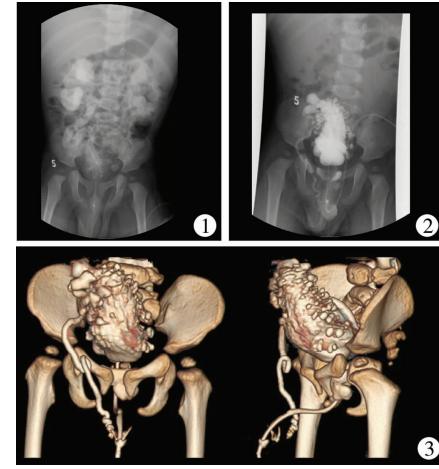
静脉尿路造影 图 2 逆行尿路造影 图 3 CT 三维重建
